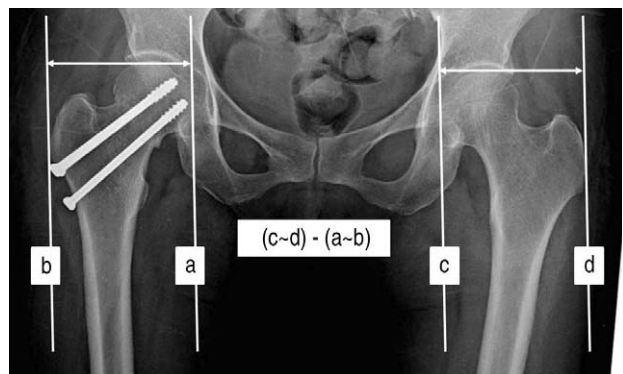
The Measurement of Horizontal Shortening of Femur neck. The length was measured from (a) medial border of femur head to (b) lateral border of greater trochanter. The last follow up X-ray: To Compare with contralateral side of hip.
